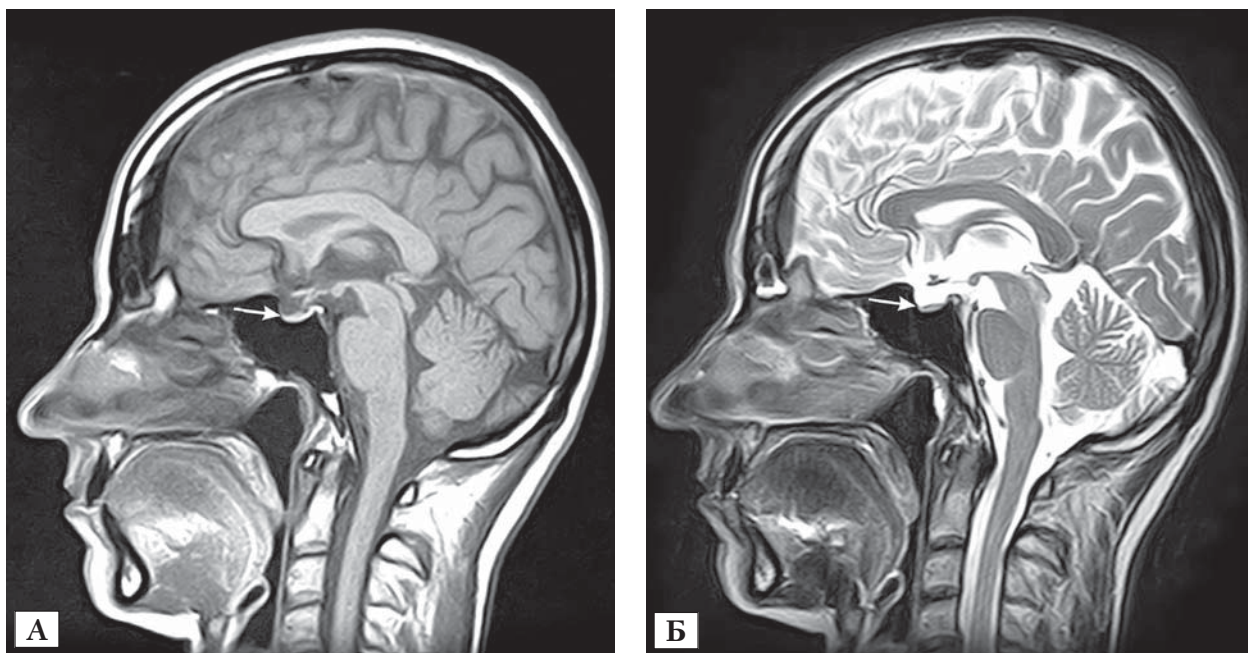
Магнітно-резонансна томограма в режимі T1 (А) і T2 (Б), сагітальна проекція
